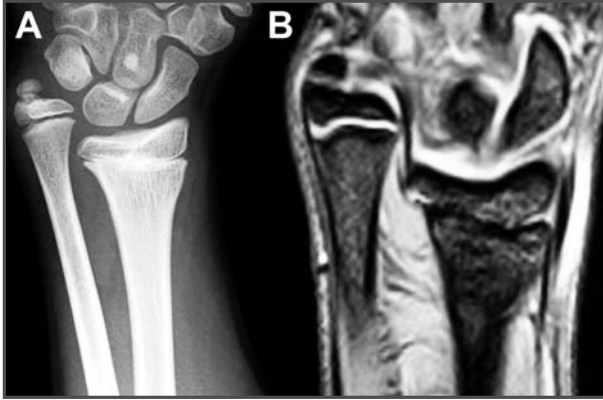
Radiografía anteroposterior de la muñeca que demuestra epifisiodesis distal del radio con acortamiento del mismo, varianza cubital positiva de 1,8 cm y desviación radial de la mano. 1B. RM que demuestra la epifisiodesis distal del radio con puentes óseos centrales, y el acortamiento del radio.
